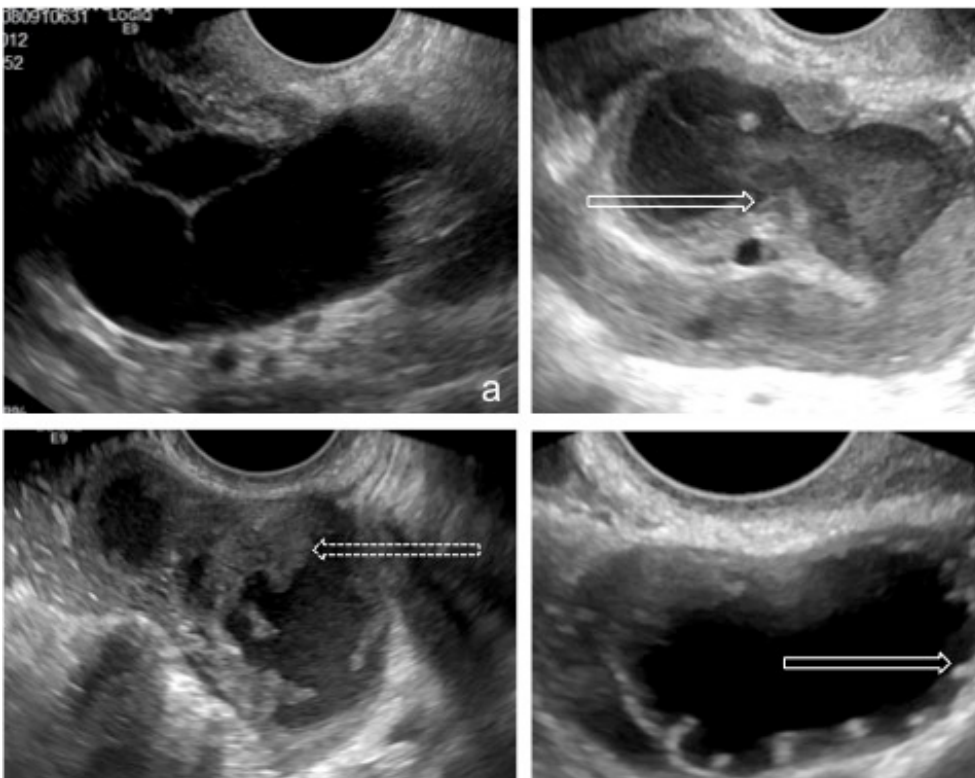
(a) Mulher com antecedentes de DIP. A imagem de ecografia transvaginal revela uma trompa de Falópio dilatada, com parede fina revelando septos incompletos e conteúdo anecogénico, em relação com hidrossalpinge direita, uma possível sequela de DIP. (b) Mulher com piossalpinge. Imagem de ecografia transvaginal demonstra trompa dilatada, com conteúdo ecogénico, parede espessada e pregas mucosas projectando-se no lúmen (seta), traduzindo o sinal de “cogwheel”, um marcador de fase aguda da doença. (c) Mulher com piossalpinge. A imagem de ecografia transvaginal revela marcado espessamento parietal e das pregas mucosas tubares, por vezes irregular dificultando o diagnóstico diferencial com vegetações (seta tracejada). O conteúdo tubar é ecogénico. (d) Mulher com salpingite crónica. A imagem de ecografia transvaginal no plano axial da trompa de Falópio, demonstra dilatação tubar, com parede fina e pequenos nódulos murais hiperecogénicos (seta), traduzindo o sinal de “beads on a string”, um marcador de fase crónica da doença.
